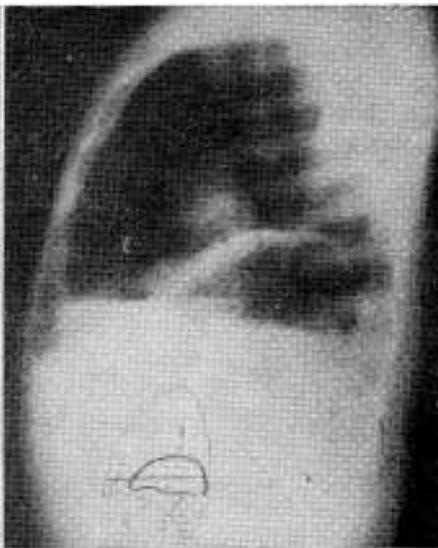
Radiografía de tórax perfil izquierdo. (1) Adventicia del quiste hidático roto insuflado (2) Hidrotórax. (3) Membrana hidática rota dando el signo de camalote. (4) Diafragma.
